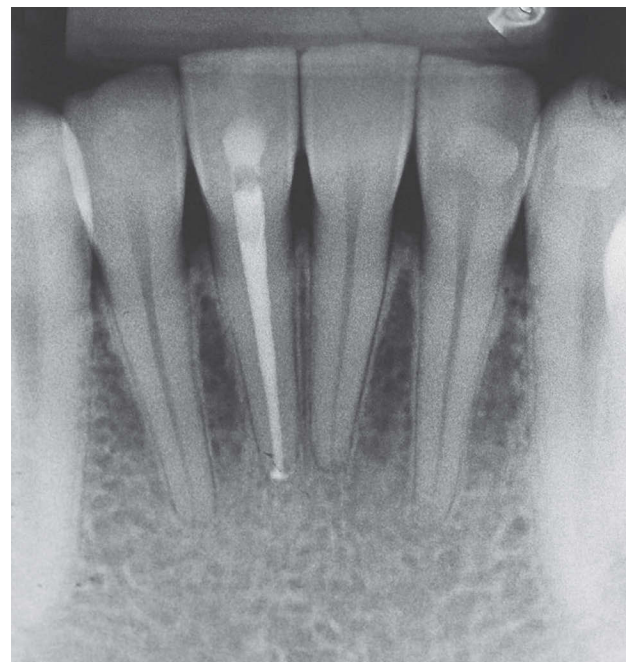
Radiografia periapical após endodontia do dente 41.
